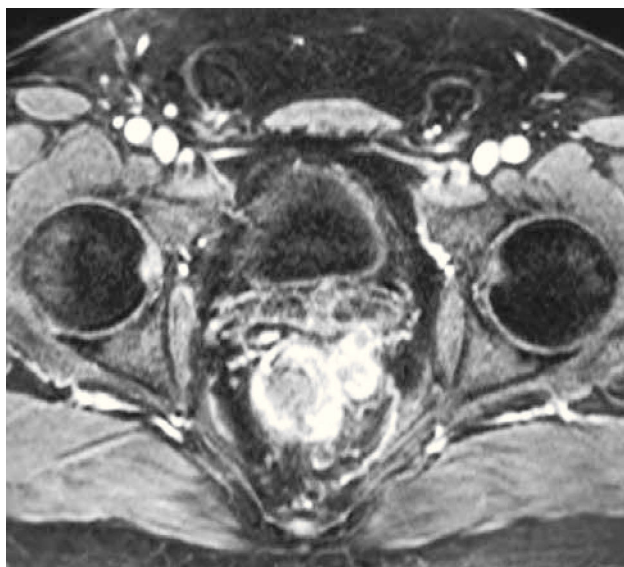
Cáncer de recto. Secuencia T1 postcontraste axial de RM. Se observa engrosamiento de la pared izquierda del recto con extensión a la grasa mesorrectal (compromiso T3), por lo que el paciente debe ir a quimio y radioterapia neoadyuvante previo a la cirugía.
